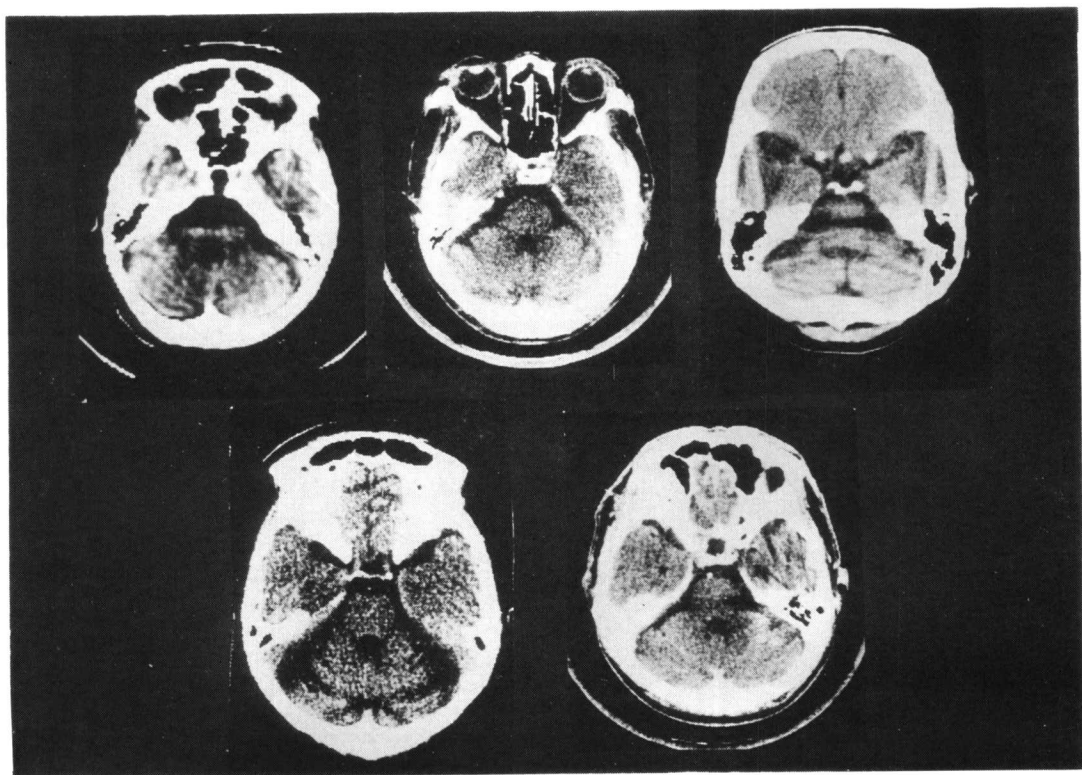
脊髄小脳変性症患者のCT(5例)。小脳の瀰漫性の強い萎縮がみとめられとくに虫部に強いようにもわれる。
